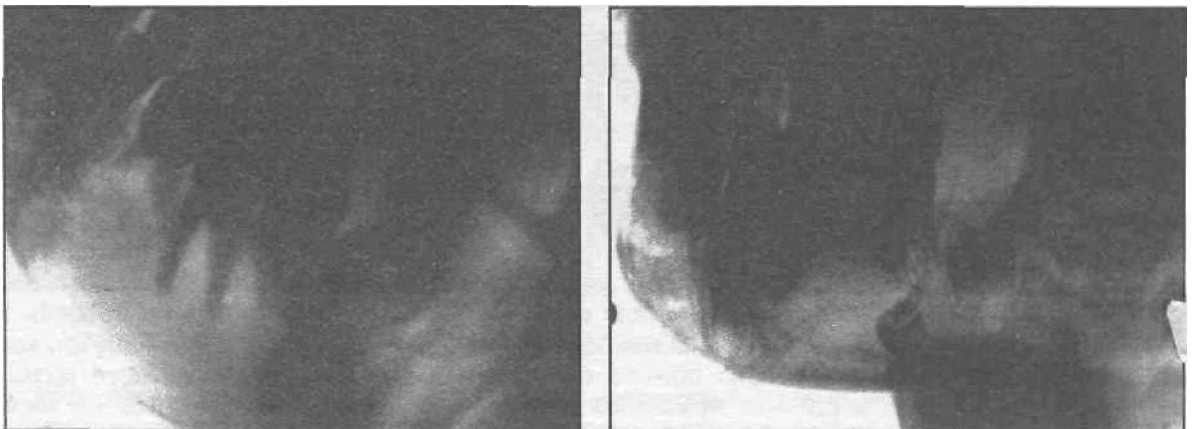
Рентгенограммы нижней челюсти детей с радикулярными кистами от молочных зубов (а, б, в, г).
